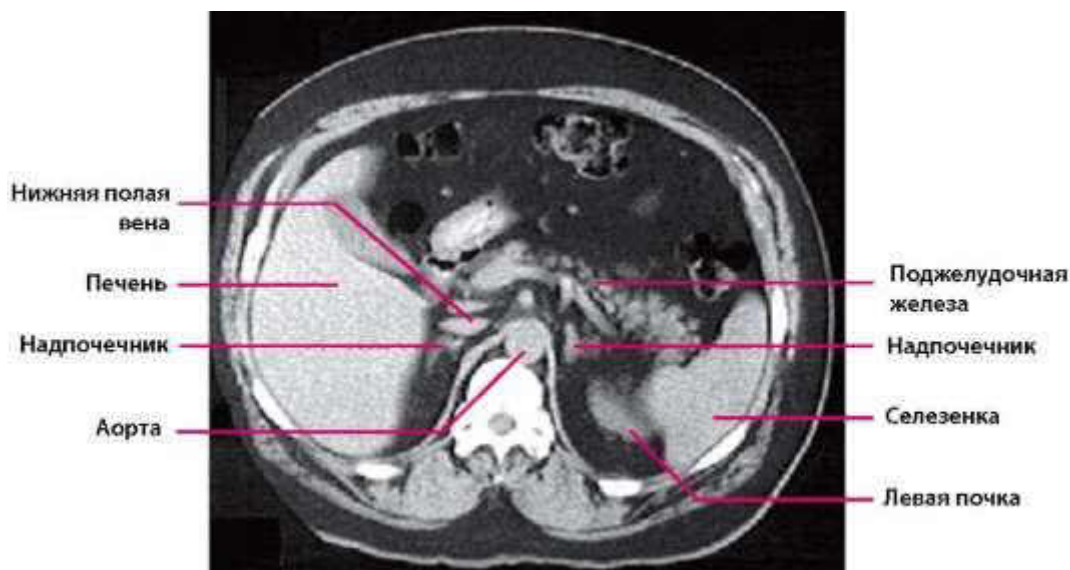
Компьютерная томограмма надпочечников в норме
